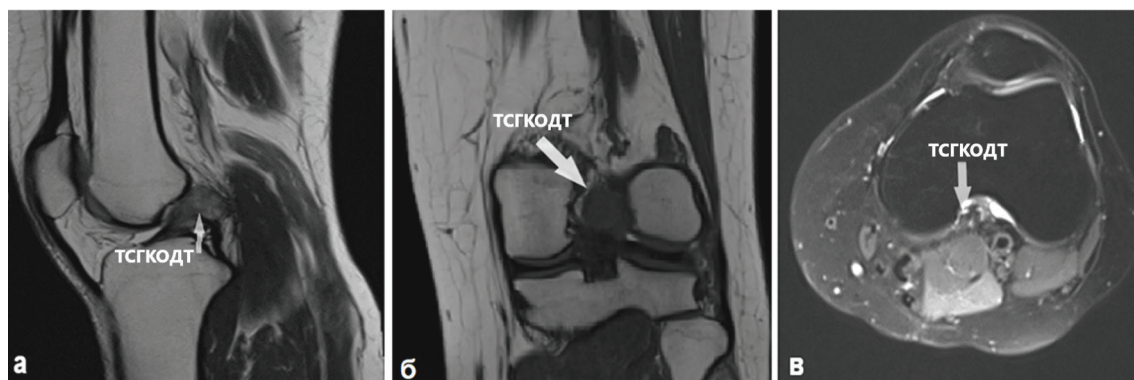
МРТ-обследование левого коленного сустава после открытой операции, рецидив, образование размером $2,3 \times 1,6$ см (а – режим T1 в сагиттальной проекции, б – режим T1 в коронарной проекции, в – режим T2 в аксиальной проекции).
